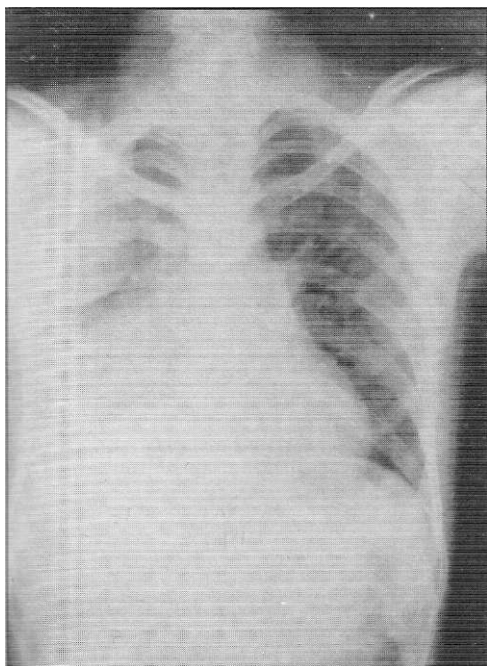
Radiografía de tórax al ingreso en el caso 1, en junio de 1987. Se observa un empiema pleural masivo en el lado derecho, con atrapamiento pulmonar.
